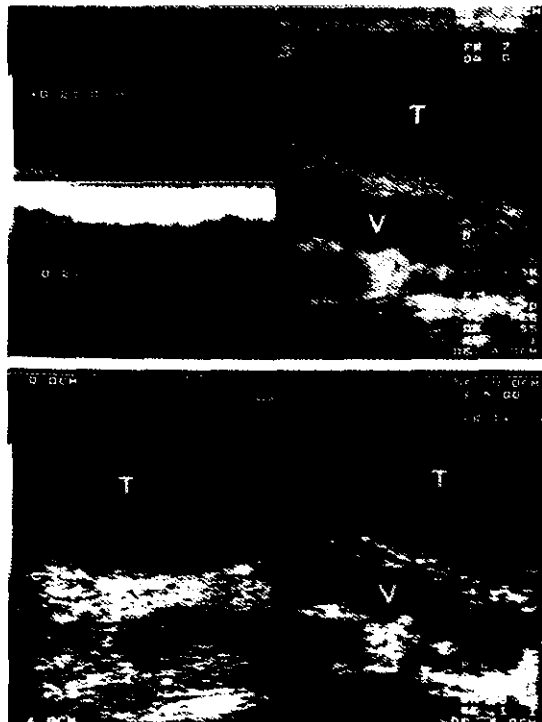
Eco-doppler de un varicocele izquierdo. (T: testículo, V: varicocele).
